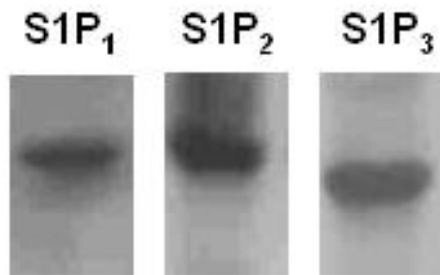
Autoradiographie des Western Blot S1P₁, S1P₂ et S1P₃ réalisés à partir d'extraits protéiques totaux de HMEC-1.
